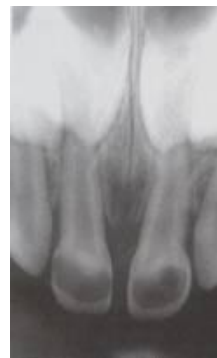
Radiografía de diagnóstico con presencia de pulpitis irreversible.
